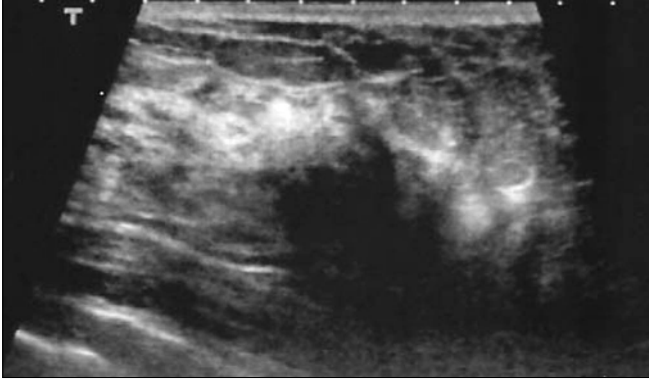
Radyal skar. Kontrol mamogramında (burada görülüyor) fokal yapısal bozulma izlenen asemptomatik 54 yaşında kadın olguda transverser sonogramda yoğun arka akustik gölgelenmesi olan hipoekoik lezyon izleniyor.
